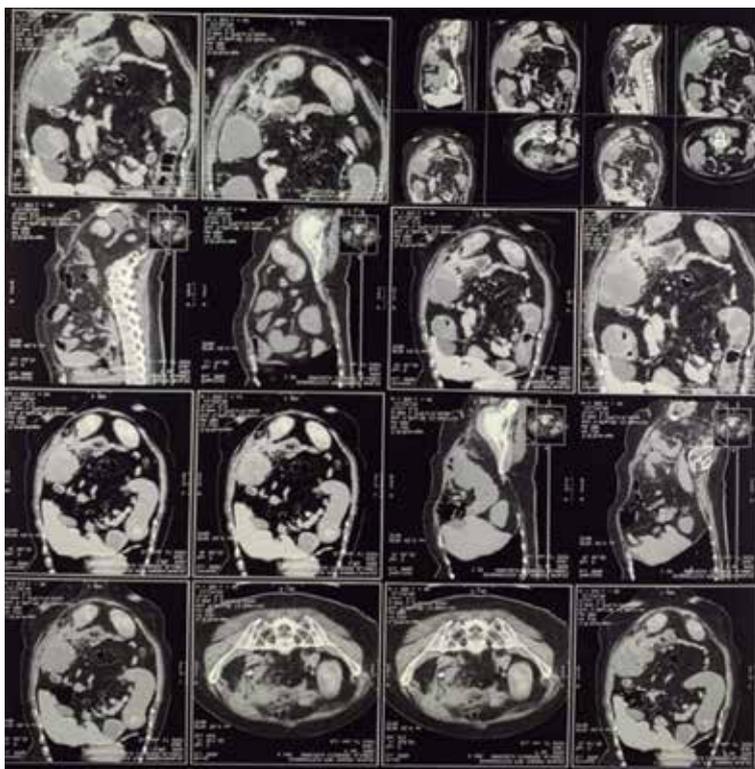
Tomografía abdominal donde se aprecia tumoración cecal que se pudiera confundir con un absceso por apendicitis aguda.
